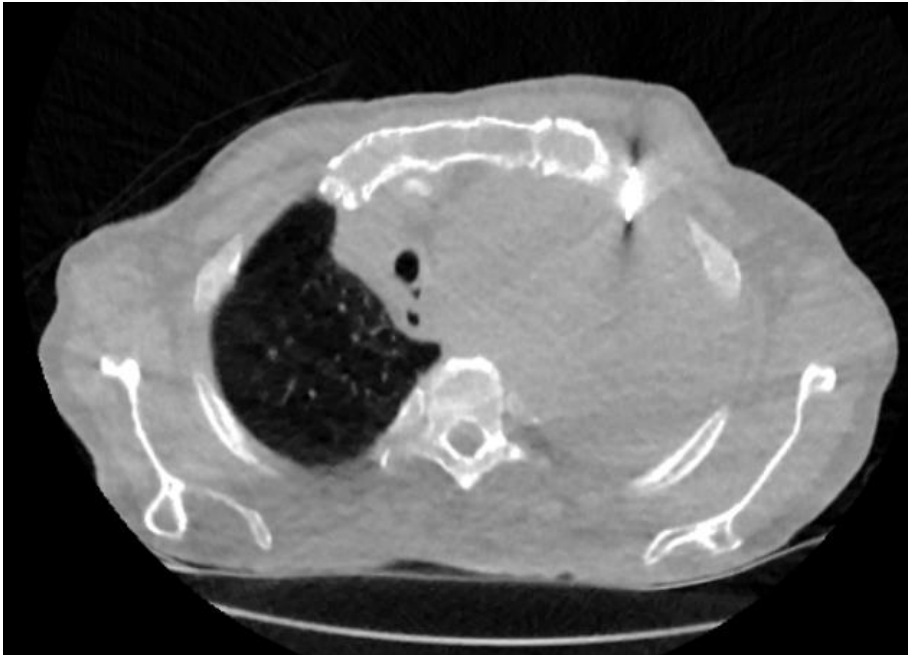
Subjektif değerlendirme puanı 5 olan aynı hastada supin pozisyon ve parasternal yaklaşımla İMA'dan sakınılarak biyopsi alındı. Ayrıca her iki akciğerde amfizematöz değişiklikler dikkati çekmiştir.
